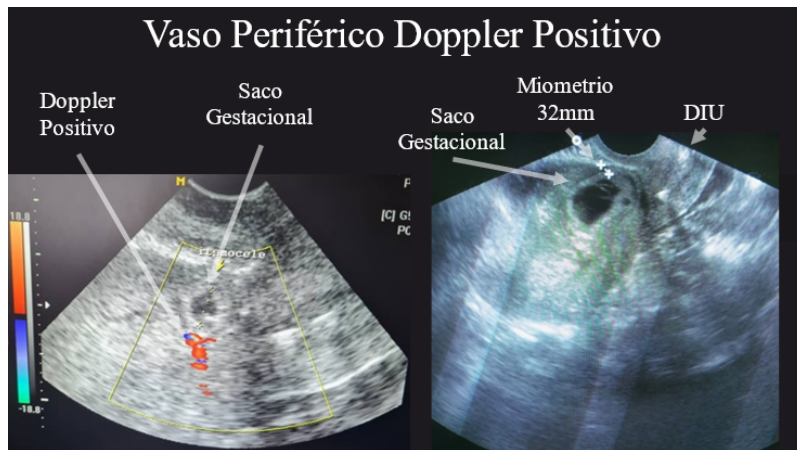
Vaso periférico *Doppler* Positivo – Imagen DIU descendido
